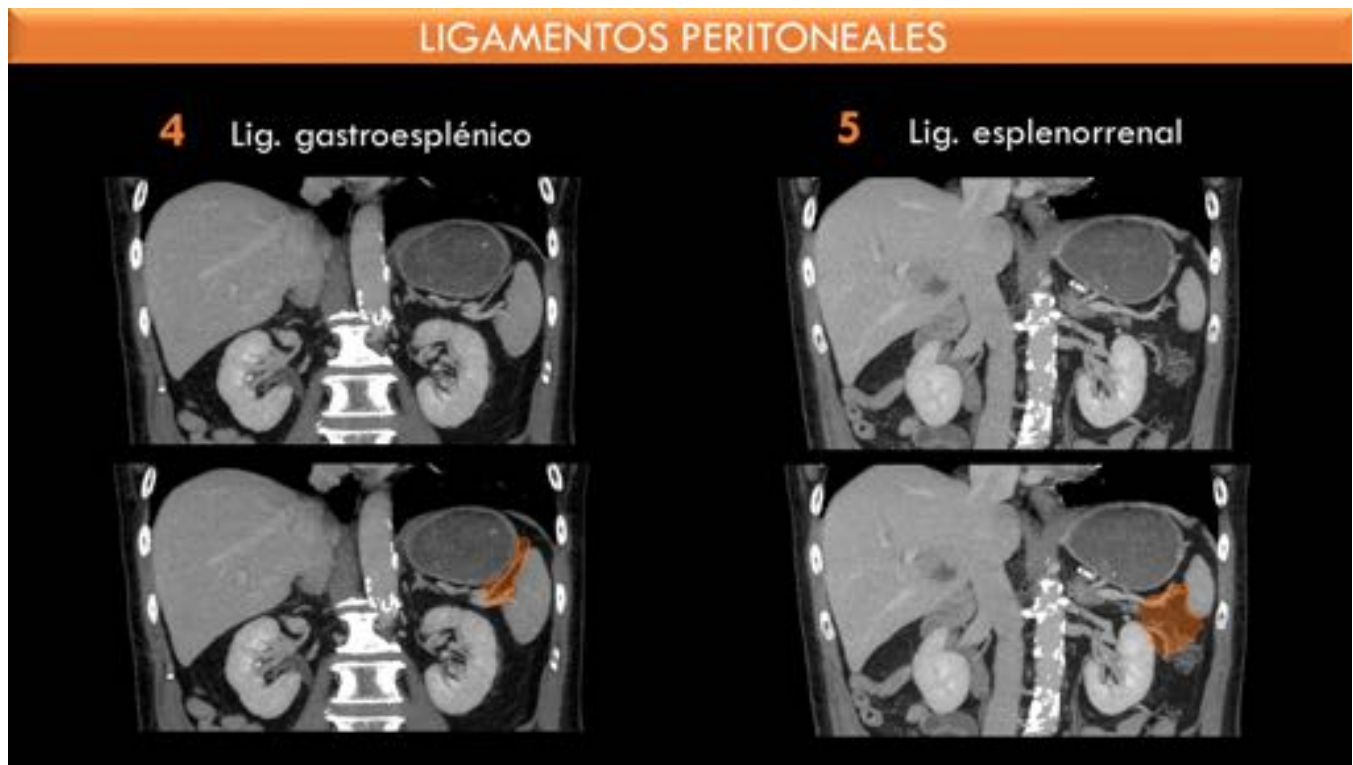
Ligamentos gastroesplénico y esplenorrenal en cortes coronales de un CT con contraste intravenoso.
